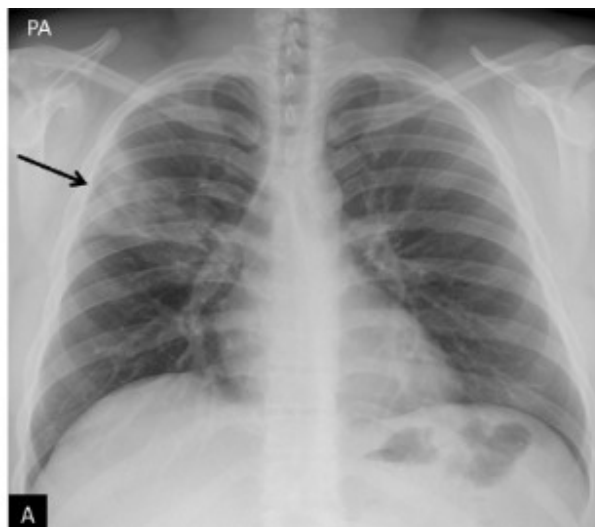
Achados atípicos na pneumonia por COVID-19. Pneumonia lobar. Um homem de 28 anos com sinais e sintomas consistentes com COVID-19 e RT-PCR positivo para SARS-COV-2. Radiografia de tórax em projeção pósterio-anterior (PA).
